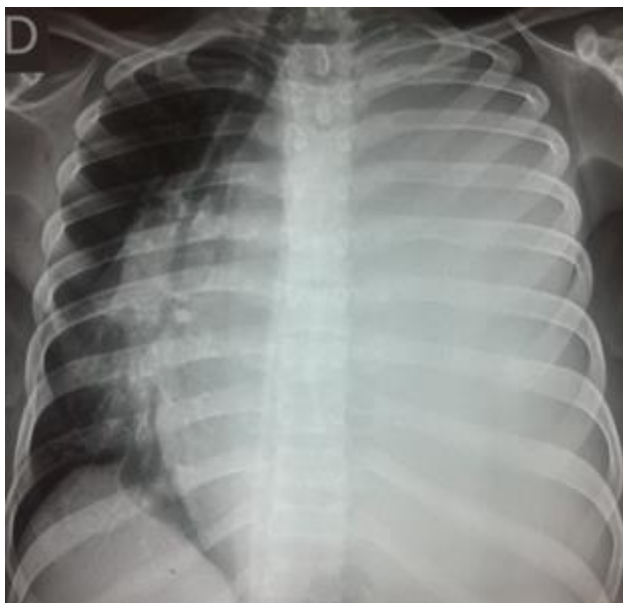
radiografia do tórax em PA com derrame pleural maciço à esquerda e acentuado desvio de mediastino para a direita.
